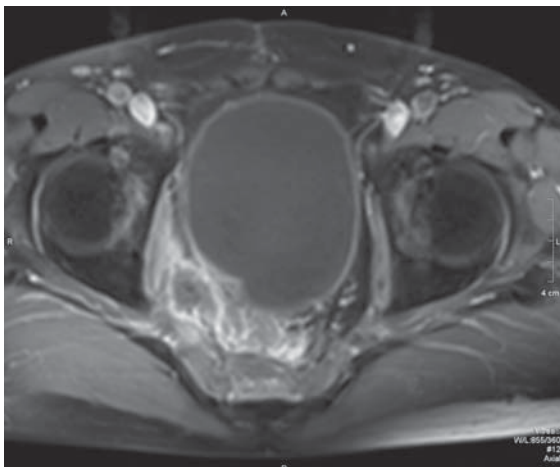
МСКТ-изображение рака прямой кишки. Пресакральный рецидив с контактной деструкцией крестца, вовлечением культи прямой кишки, фиксация к стенкам таза, спаянность с наружными подвздошными венами.
